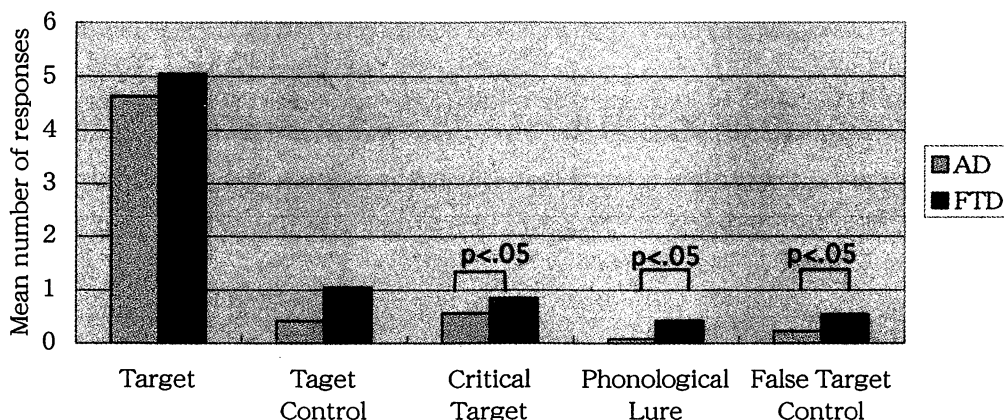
Mean number of responses in each condition. Note. Maximum is six in target; three in TC; one in CT, PL, and FTC.
